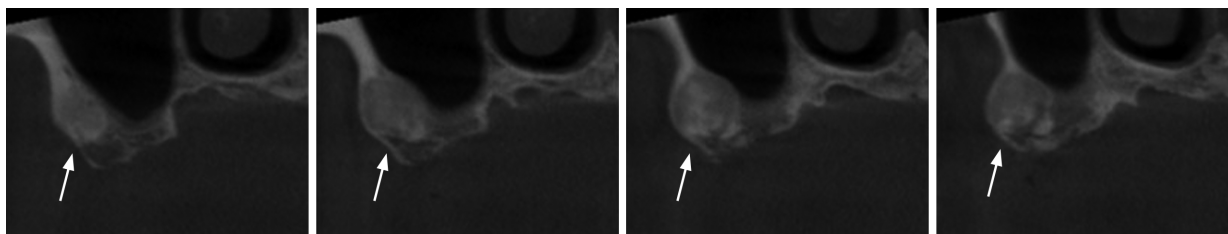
骨纤维异常增殖症(FD)患者2018年初次就诊锥形束CT影像 4幅小图为同一部位同一时间不同层面影像,可见右侧上颌颊侧牙槽骨磨砂玻璃样病变区域(箭头所示)。
